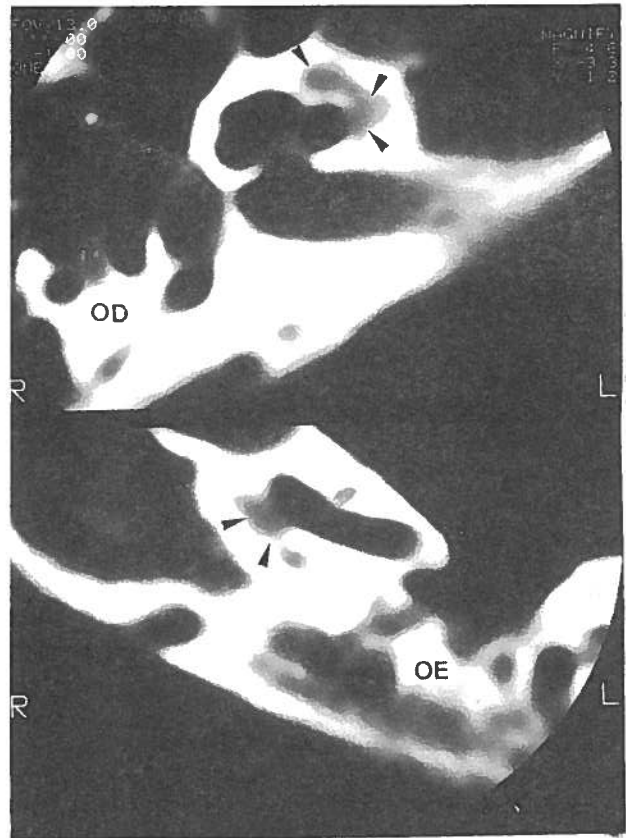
Caso nº 1 (F., 12 anos; hipocusia de transmissão pura - audiometria tipo I). TC no plano axial: OD e OE. Otosclerose coclear com extensos focos isolados (setas) na columela e na espira basal, com nítida demarcação capsular. O foco na espira basal (OE) contacta o contorno endosteal que ainda parece conservado.
